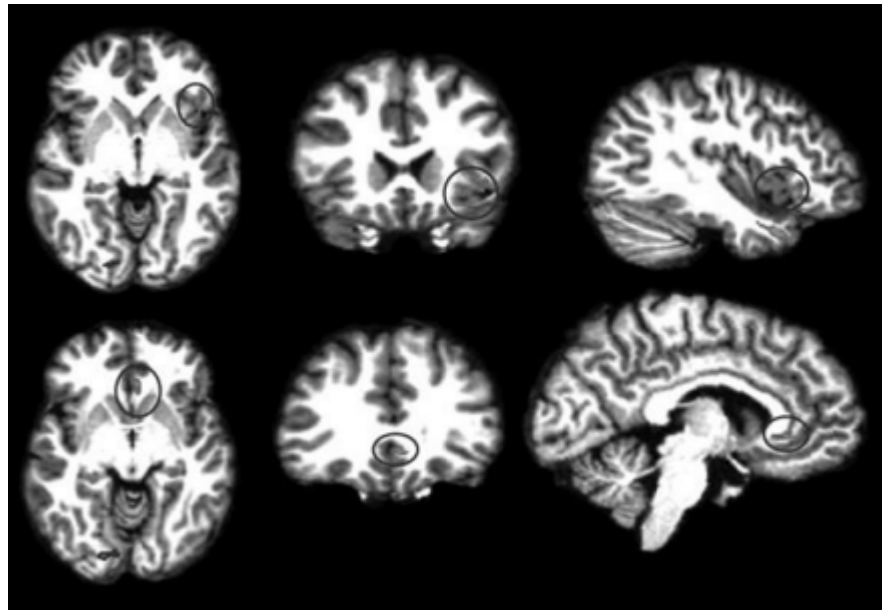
Функціональна МРТ, що виконана під час виконання медитації усвідомленого дихання
